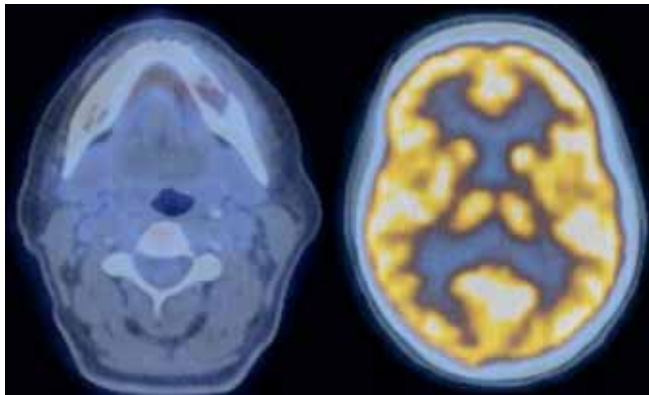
TEP/CT (tomographie par émission de positons) du 7.4.2009, coupes axiales: après l'immuno-chimiothérapie, la région de la tumeur primitive ne montre plus de tissu fixant le  $^{18}\text{F}$ FDG (fluorodesoxyglucose), contrairement au cortex cérébral.
